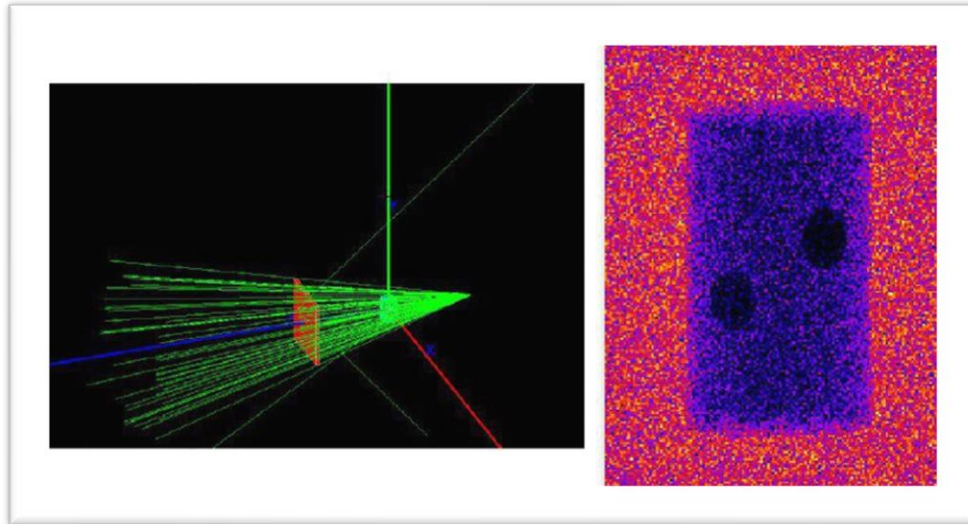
configuration du scanner CT.
